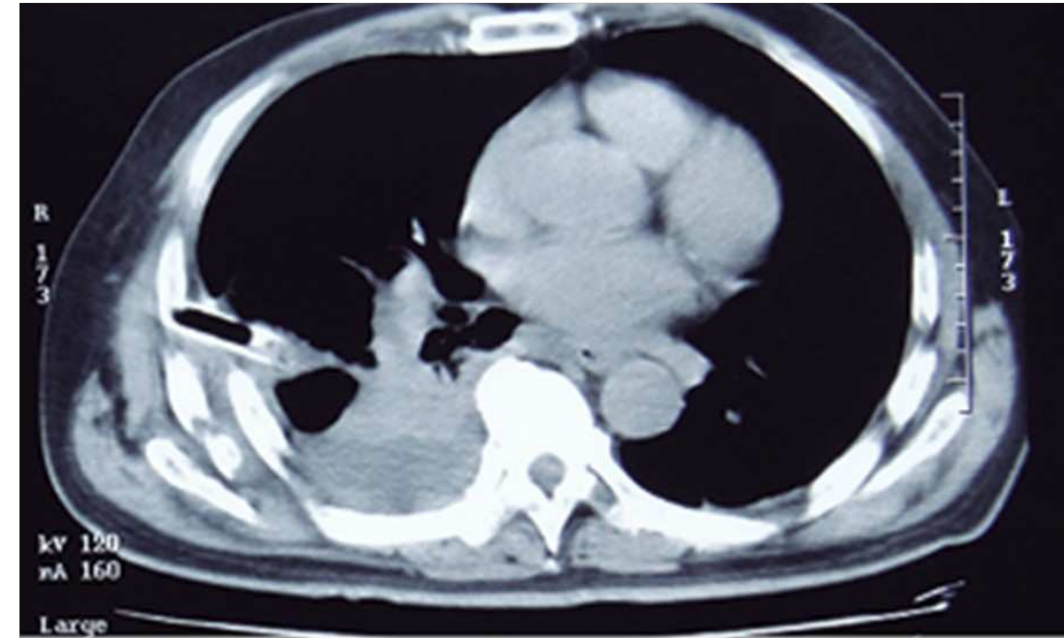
TC axial demostrando una laceración pulmonar con una cavidad redondeada característica que contiene un nivel de aire-líquido, típico tras un trauma contundente en el tórax
